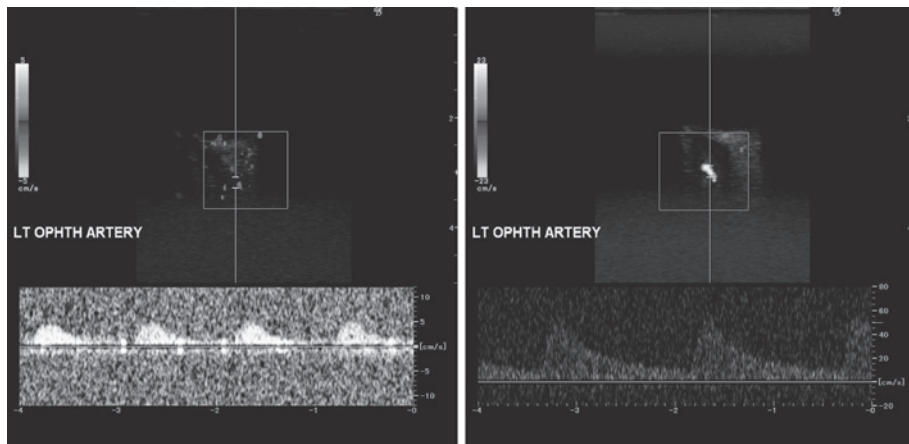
The Doppler spectrum within the left ophthalmic artery.
